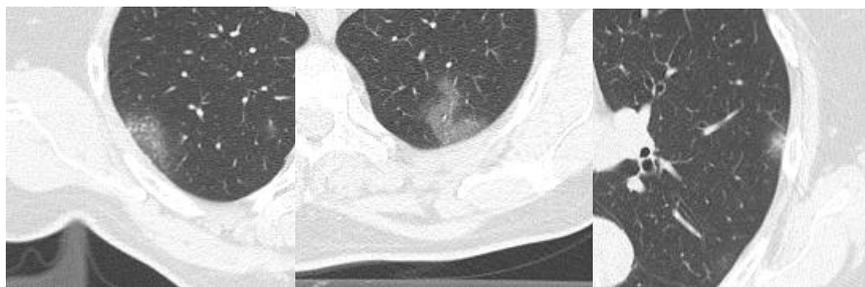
КТ органов грудной клетки в аксиальной плоскости (зона интереса). Участки «матового стекла» в периферических отделах легких - типичные лучевые симптомы поражения при COVID-19
